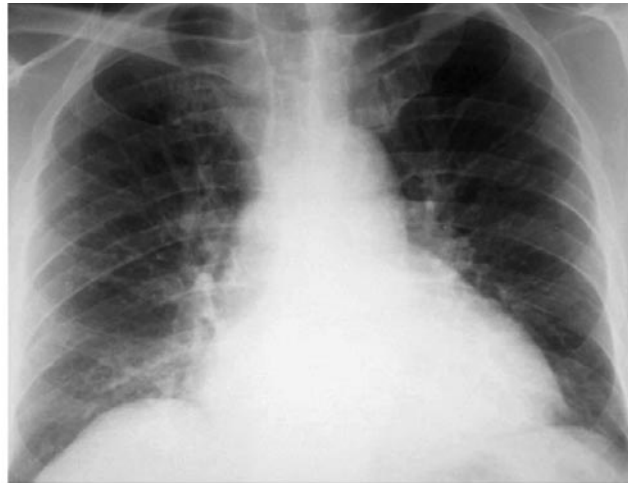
Оглядова рентгенограма ОГК із порушенням гемодинаміки в МКК за центральним венозним типом застою (вени у верхніх відділах ширші за вени в нижніх відділах)
